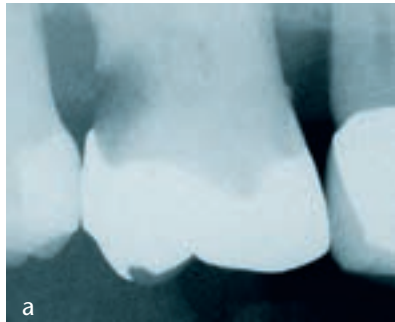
Zahn 16 im Röntgenzahnfilm (Ausschnitt), eine Aufhellung im Sinne einer massiven Kariesausdehnung distal ist deutlich sichtbar. Mesial ist eine diskrete Verschattung im Sinne es kleinen Konkrements zu erkennen.
